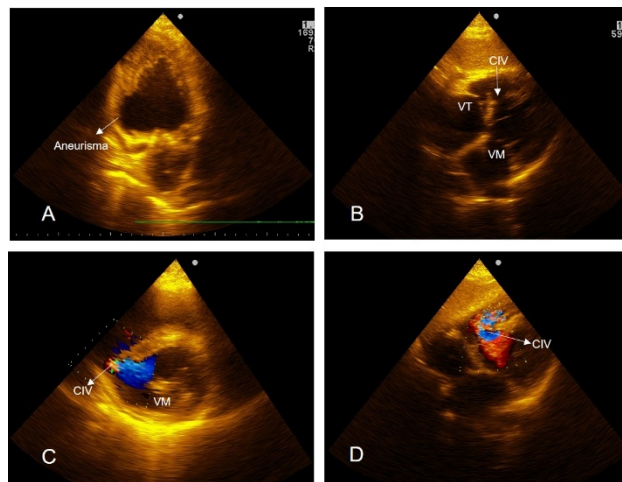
A: Vista apical de dos cámaras, la flecha indica el aneurisma de la pared inferior medio-basal. B: Vista subcostal de cuatro cámaras que evidencia ruptura del SIV posterior. C: Vista paraesternal de eje corto que muestra con el Doppler Color el paso de flujo a través de la CIV en la porción posterior y basal del SIV. D: Vista subcostal de cuatro cámaras que
